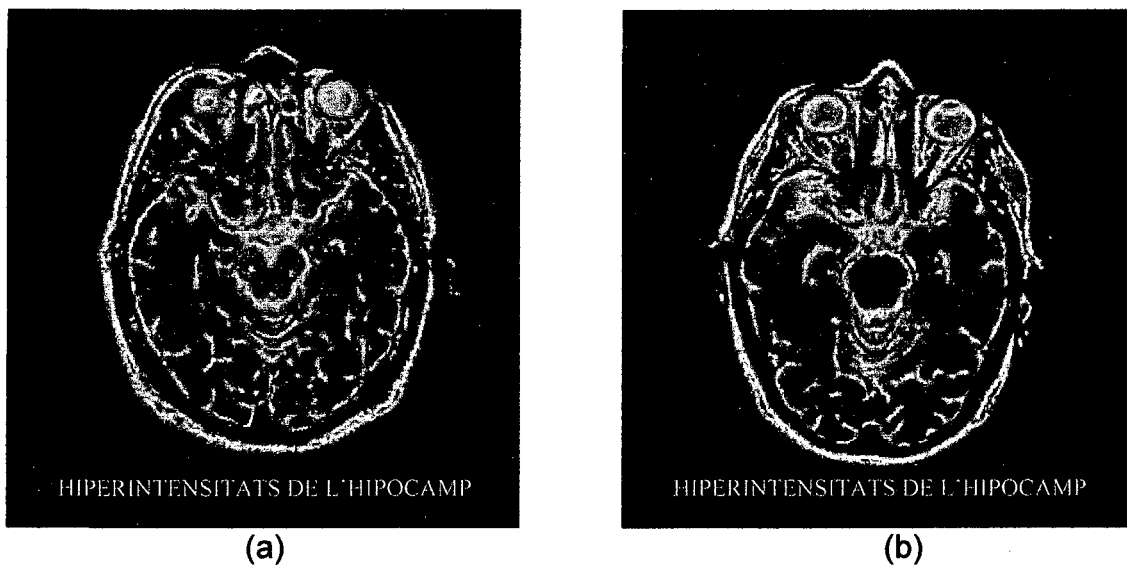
Hiperintensitats de l'hipocamp en talls axials de RM potenciats en T2. El cas (a) no presenta canvis destacables, mentre que en el cas (b) es poden apreciar hiperintensitats bilaterals.
